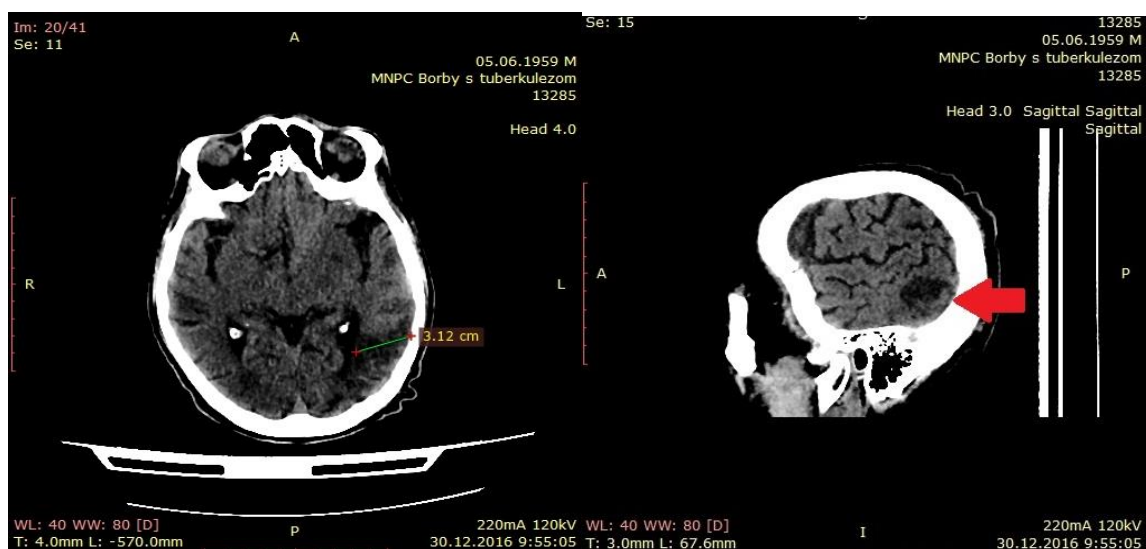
Компьютерная томография головного мозга.
